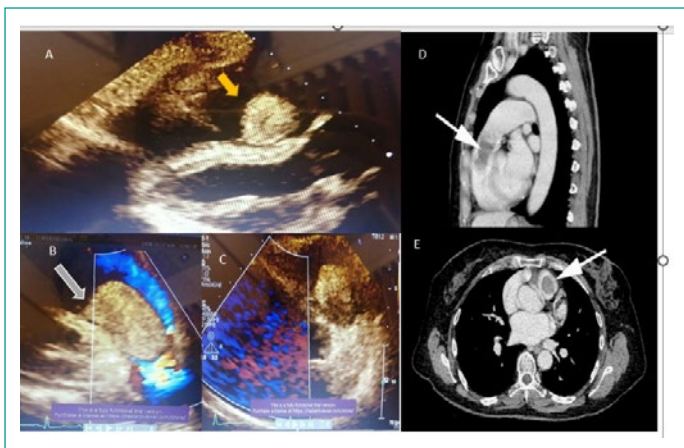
A. ECOTT eje paraesternal largo donde se observa masa a nivel de nivel del tracto de salida del ventrículo derecho proximal (flecha amarilla). B. Tumoración protruyendo en sístole hacia arteria pulmonar, sin causar obstrucción. (Flecha gris). C. Ecocardiograma transtorácico, evidenciando ventrículo derecho dilatado, con diámetro basal de 48 mm, observándose masa móvil homogénea, pediculada de 52 x 32 mm, que se ubica a nivel del tracto de salida del ventrículo derecho proximal. D y E. Tomografía axial computarizada con contraste. A Corte sagital. B. Corte transversal se aprecia tumoración que ocupar el tracto de salida del VD.(flechas)
